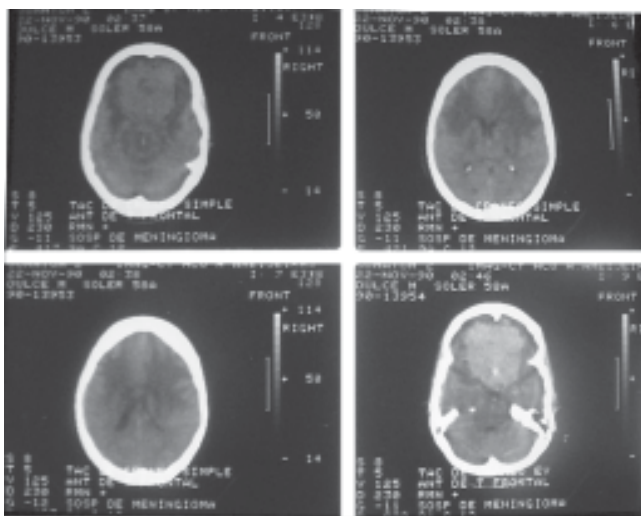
Tomografía axial computarizada donde se observa tumor cerebral intraxial.
